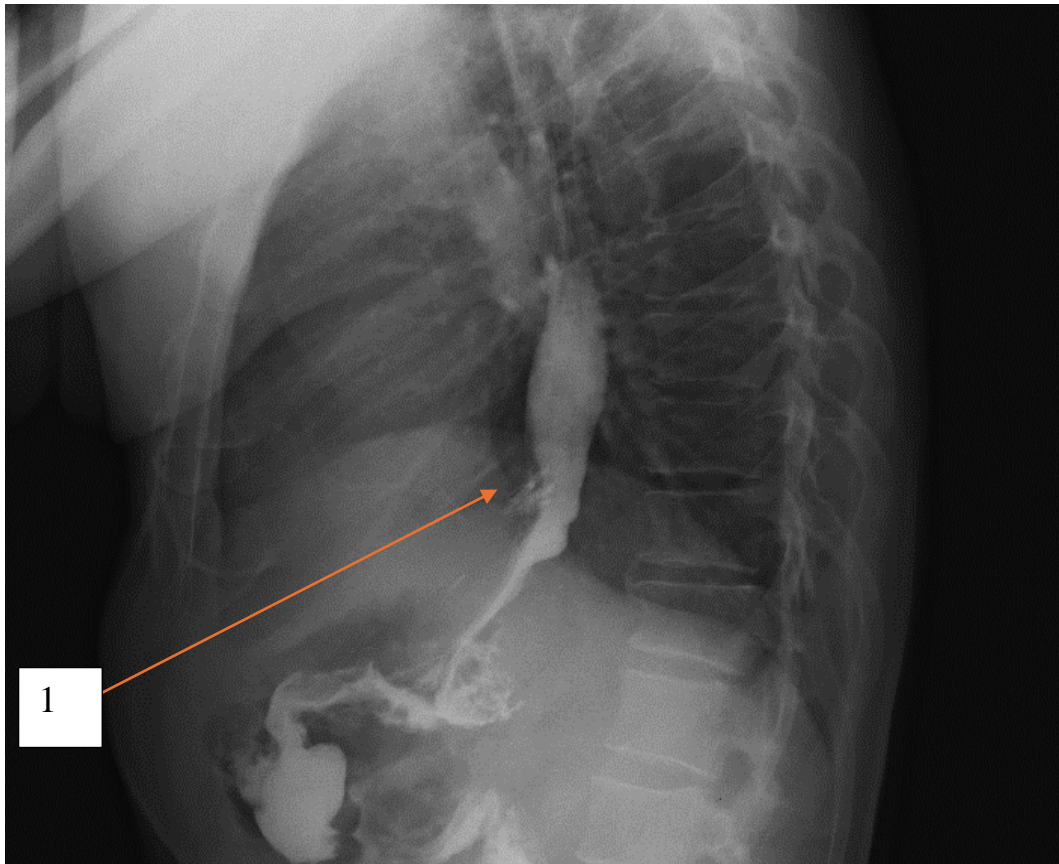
Рентгеноскопия с водорастворимым контрастным усилением, пациент К., 54 года, боковая проекция. 1 – признаков экстравазации нет, эндоскопические клипсы состоятельны
